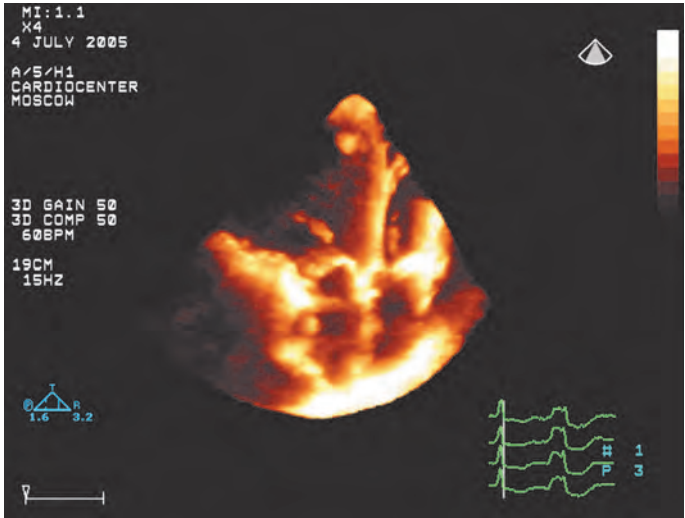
Трехмерная эхокардиография больного со множественными тромбами в полостях сердца (стрелками указаны тромбы в верхушке ЛЖ и в ушке ЛП).
